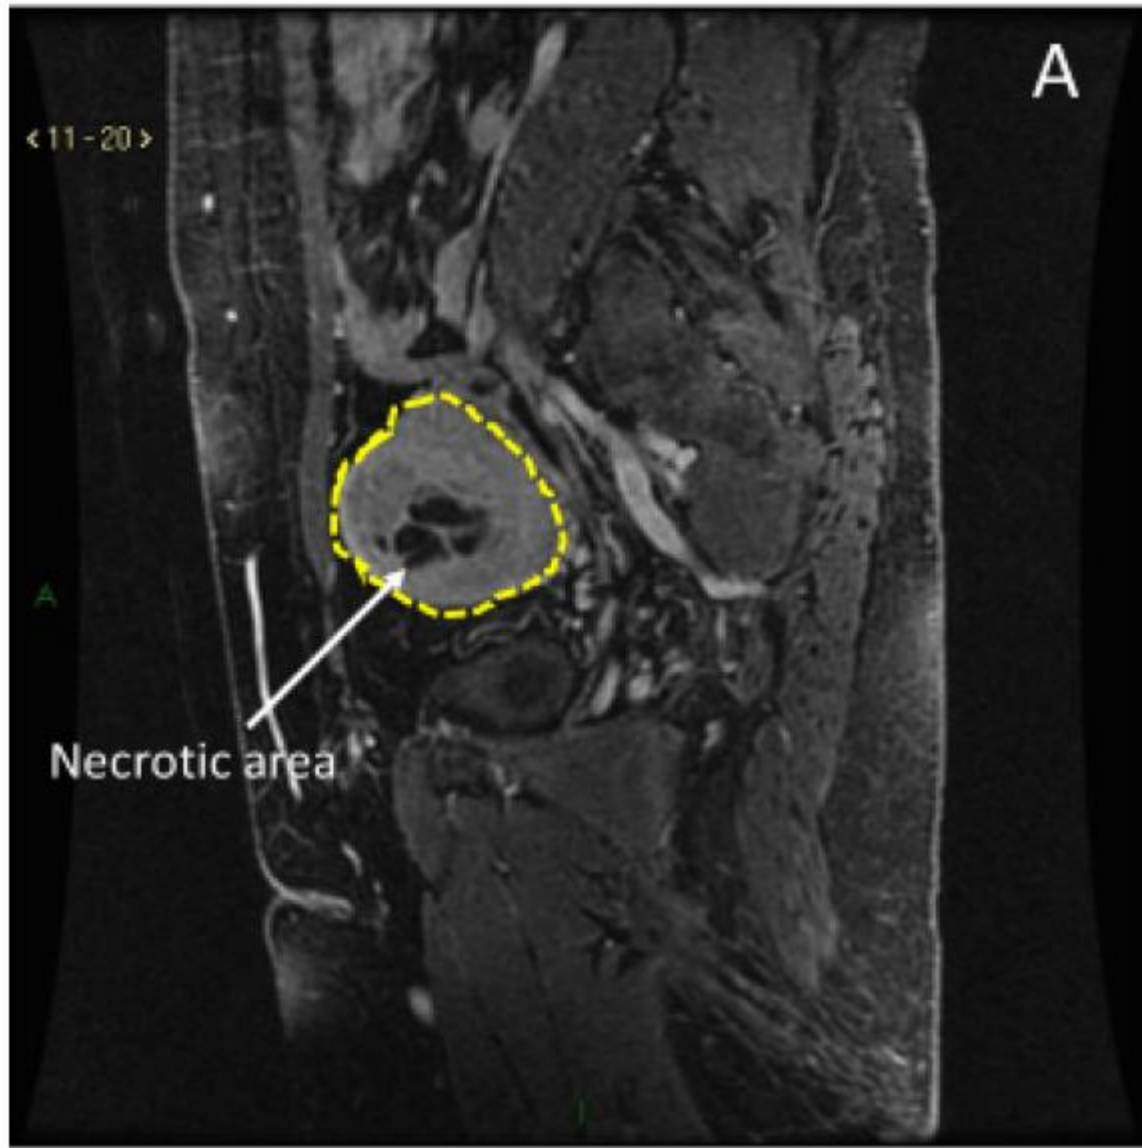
MRI characteristics of uLMS. (A) Hyperintense signal in T1-weighted images. (B) Hyperintense signal in T2-weighted images.
